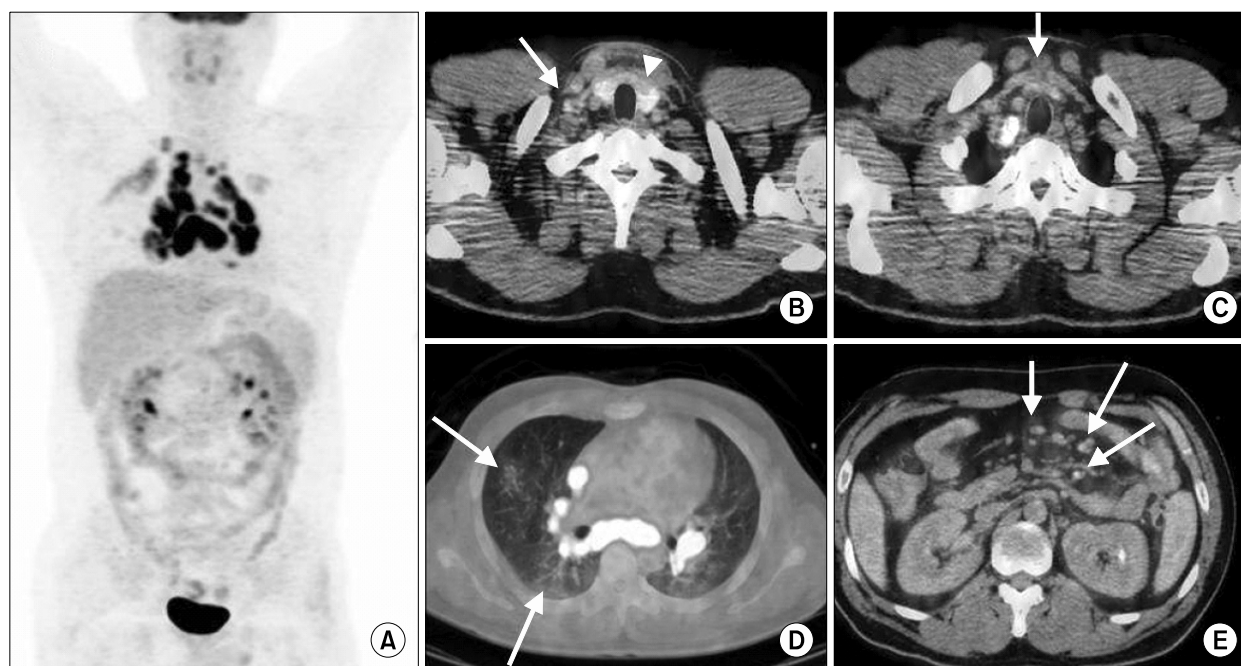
^{18}F -FDG PET/CT reveals multiple lymphadenopathy with FDG hypermetabolism in bilateral hilar & mediastinal (A, D), right supraclavicular (B, arrow) and mesenteric areas (E). A thyroid nodule located in left lower thyroid gland shows no demonstrable FDG hypermetabolism (B, arrow head). Perithyroidal lymph node with mild FDG hyperactivity (C, arrow) has proved a metastatic and sarcoidosis node. Small peribronchovascular pulmonary nodules are seen in right upper and right lower lobes with faint increased FDG uptake (D).
